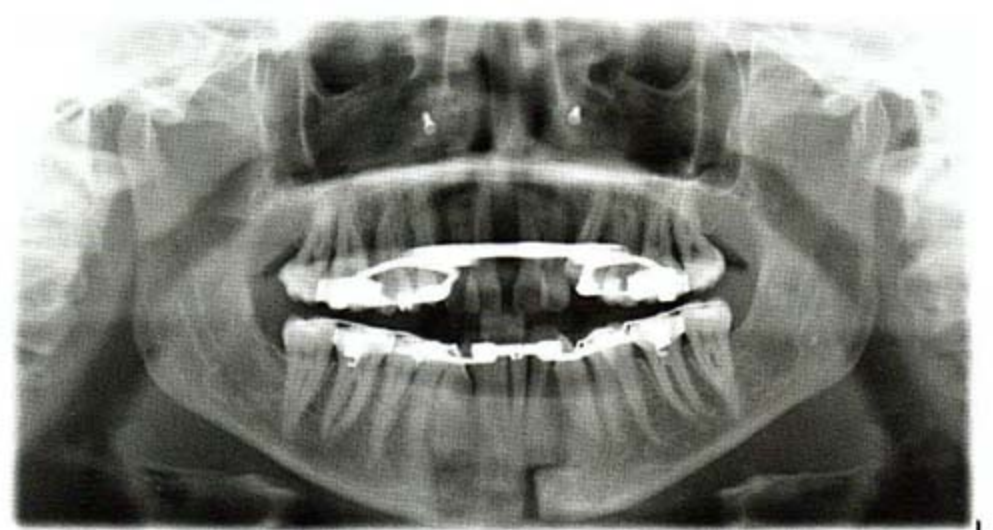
Orthopantomogramm-Kontrolle nach dem Drehstopp der Distraktionsapparaturen: Im Unterkiefer ist ein gleichmäßiger Spaltverlauf ohne Zahnwurzelschädigung zu erkennen.
